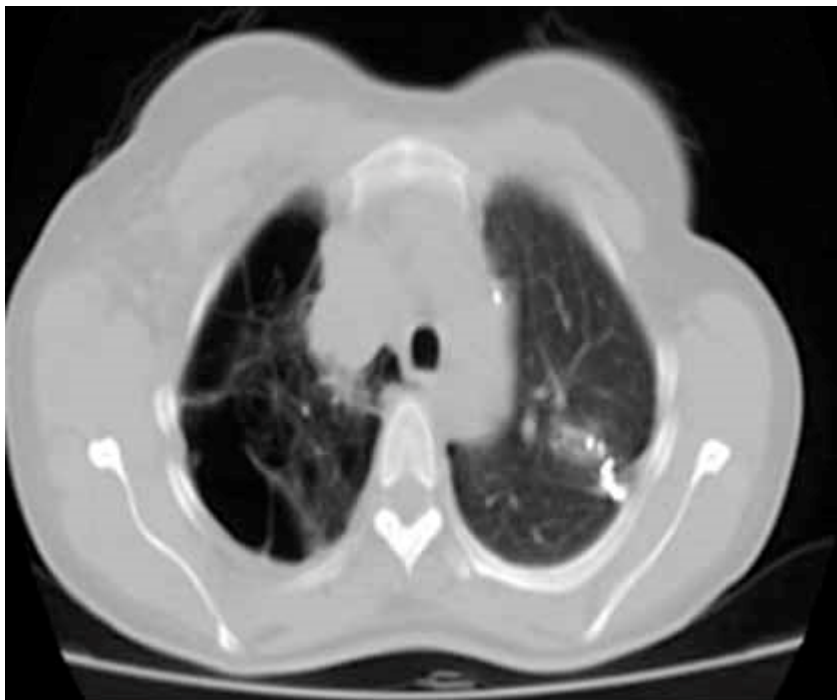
Corte axial de TAC: tumor mediastinal señalada con la flecha y que involucra la vena cava superior.
